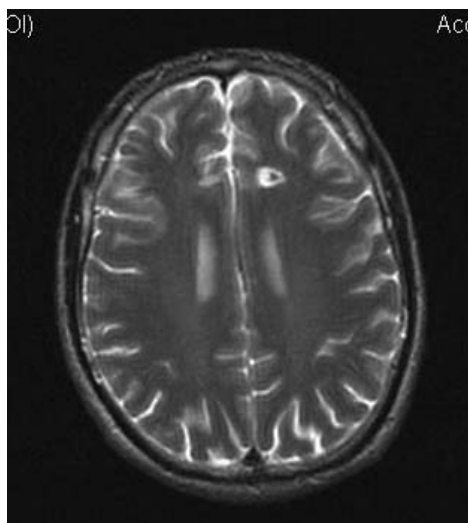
МРТ головного мозга — состояние после криодеструкции поясных извилин.
